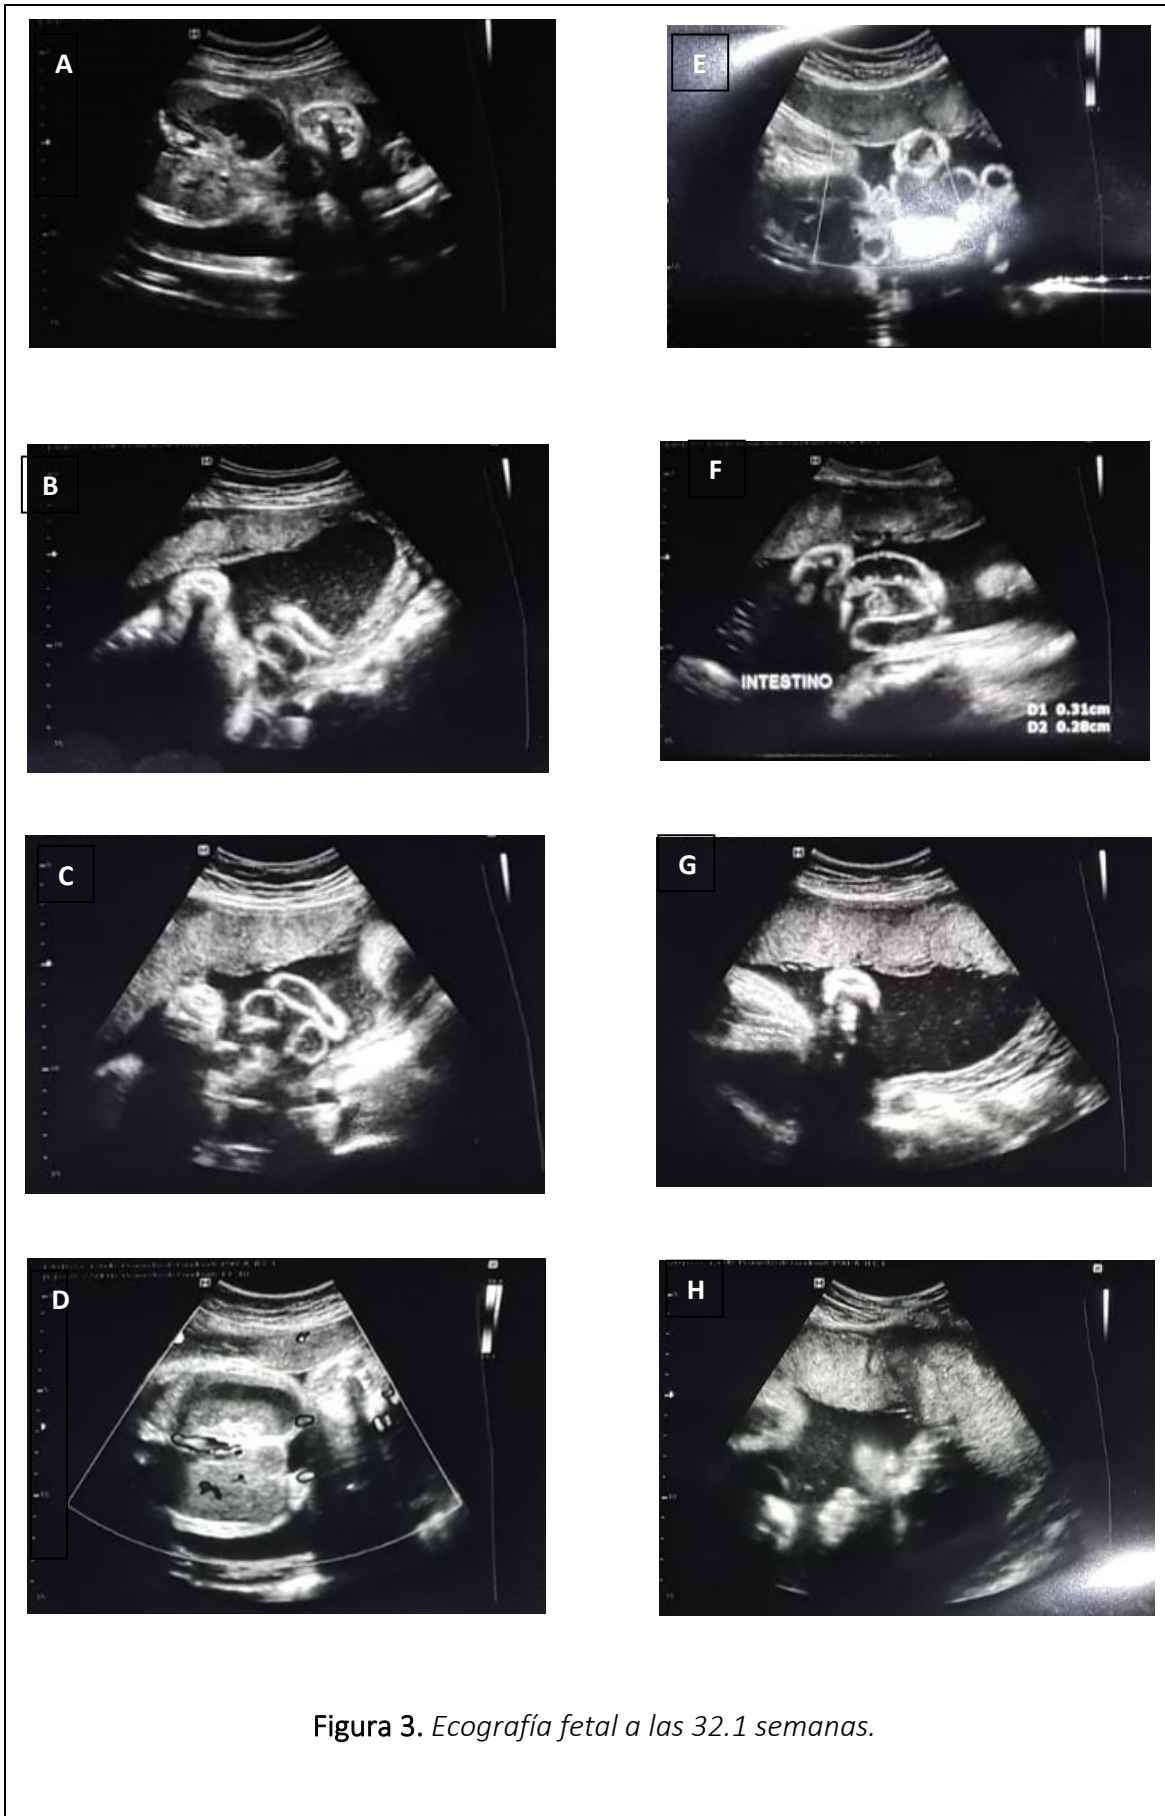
Ecografía fetal a las 32.1 semanas.
